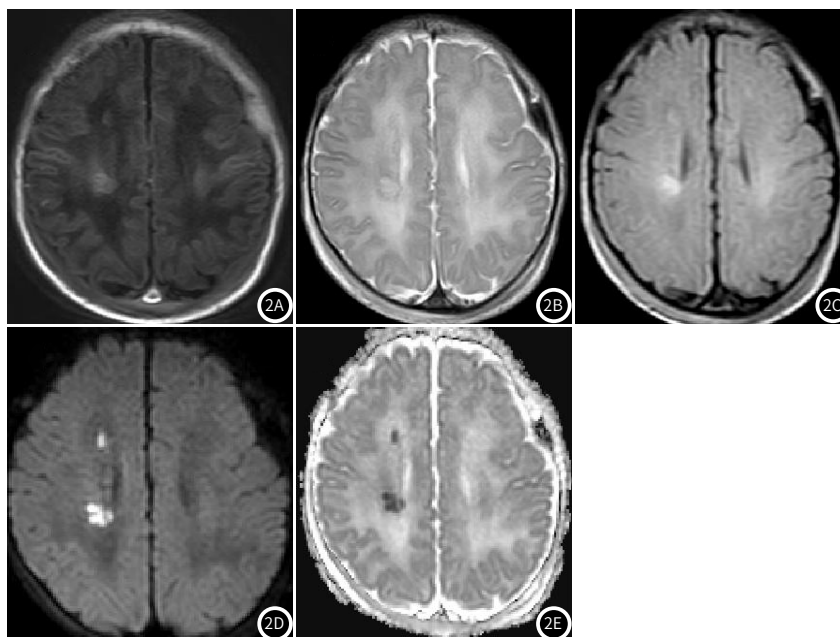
~图2E 右侧脑室旁梗死灶T1WI、T2WI、FLAIR、DWI及ADC图。图2A: T1WI呈等、略高信号; 图2B~图2D: T2WI及FLAIR、DWI呈高信号; 图2E: ADC图呈低信号。
